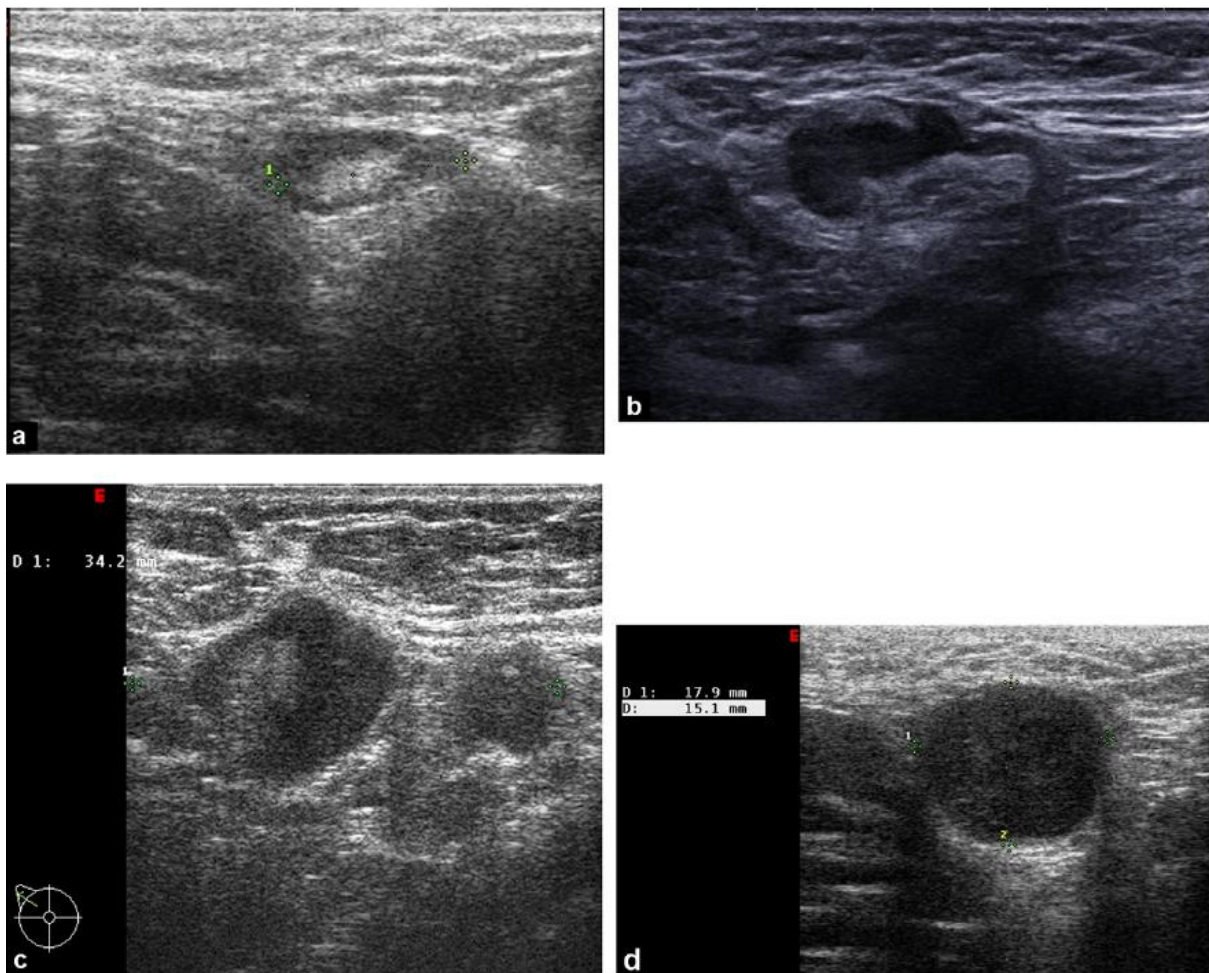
échographie axillaire : a : ganglion d'allure bénigne conservant un cortex fin et un hile échogène ; b : ganglion suspect présentant un épaissement irrégulier et excentré du cortex, le hile graisseux étant conservé ; c : ganglion très suspect, d'épaisseur augmentée, avec cortex très épais et quasi-disparition du hile graisseux ; d : ganglion d'allure métastatique, totalement hypo-échogène, de forme arrondie.
